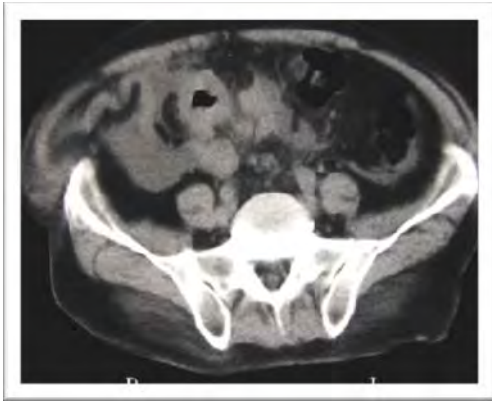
TAC abdomen simple de paciente masculino de 56 años, la cual presenta engrosamiento de la pared de colon ascendente
